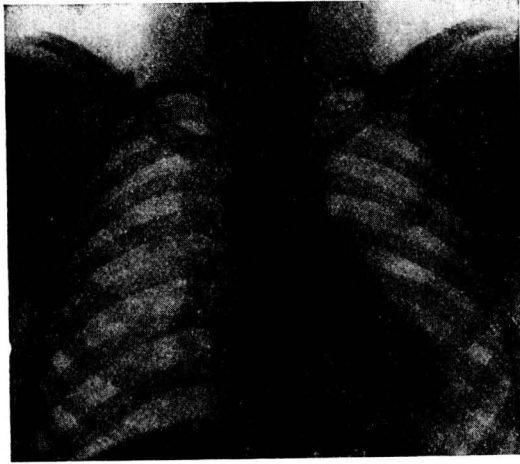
Mismo caso. Radiografía 18-IV-51. Han desaparecido todos los síntomas.
